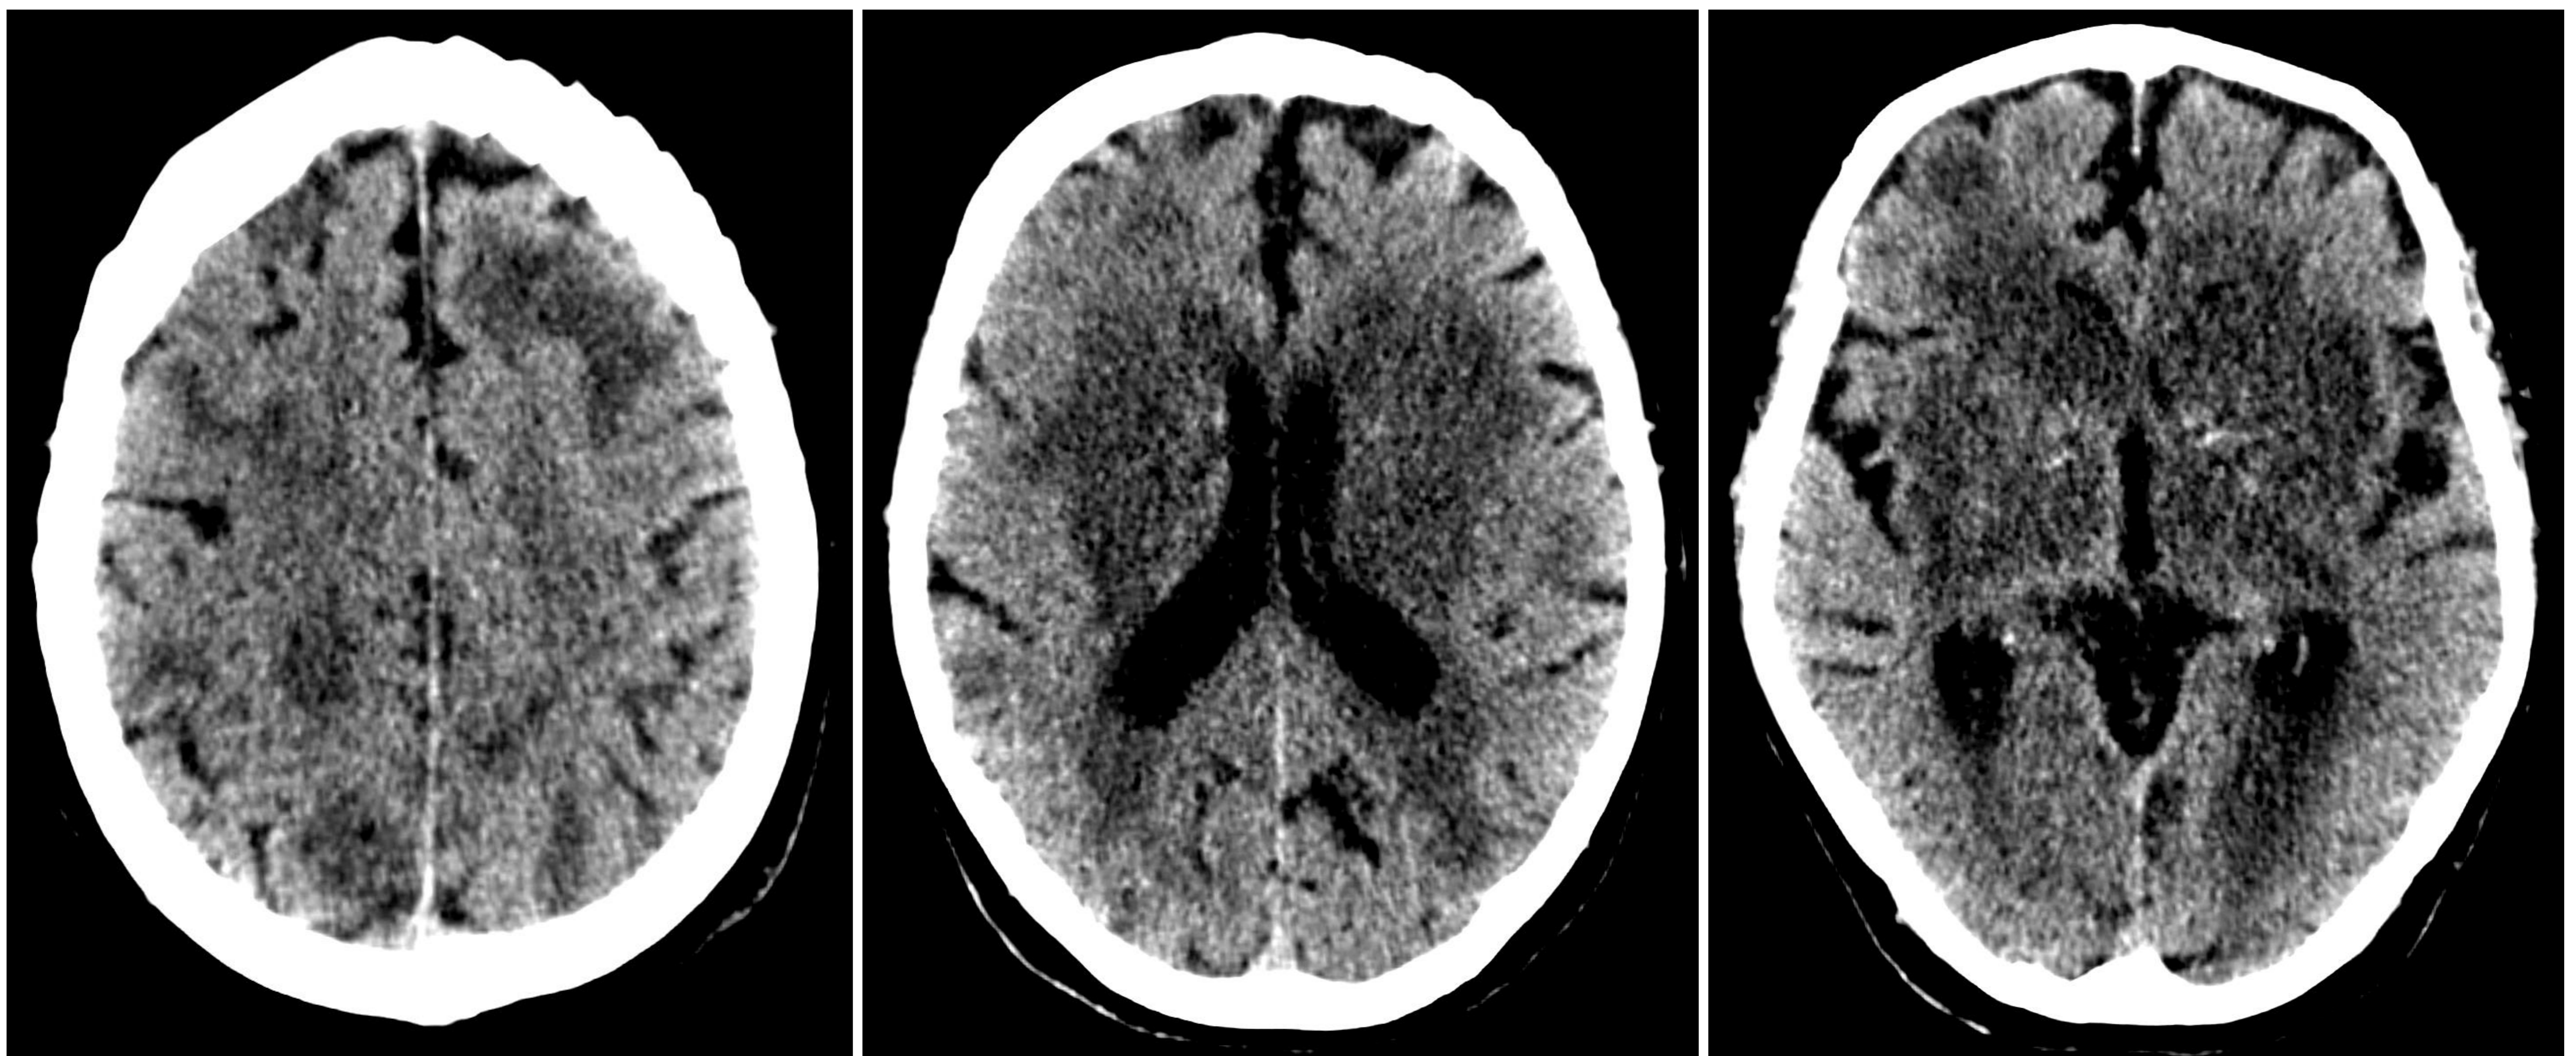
Cortes axiales de TC cerebral basal. Múltiples áreas isquémicas parcheadas córtico-subcorticales hemisféricas bilaterales e hipodensidad de ganglios basales en el contexto de encefalopatía hipóxico-isquémica.
